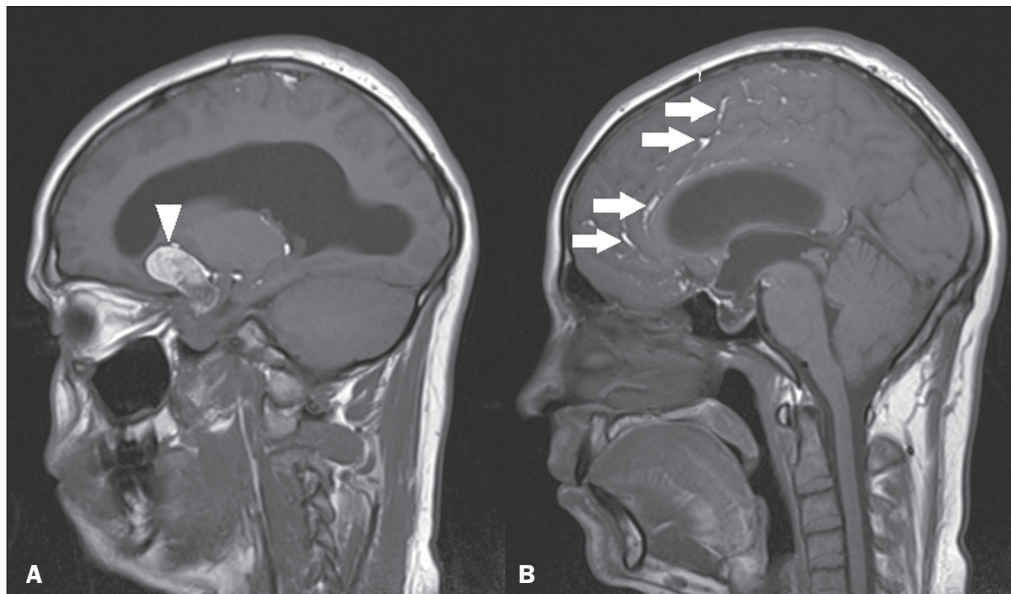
Cisto dermoide. RM sagital em T1 (A,B) demonstrando formação heterogênea, predominantemente hiperintensa (cabeça de seta), localizada na região parasselar. Em B identificam-se, ainda, focos hiperintensos dispersos no interior dos sulcos corticais (setas), caracterizando cisto dermoide roto, além de lesão na cisterna suprasselar.
